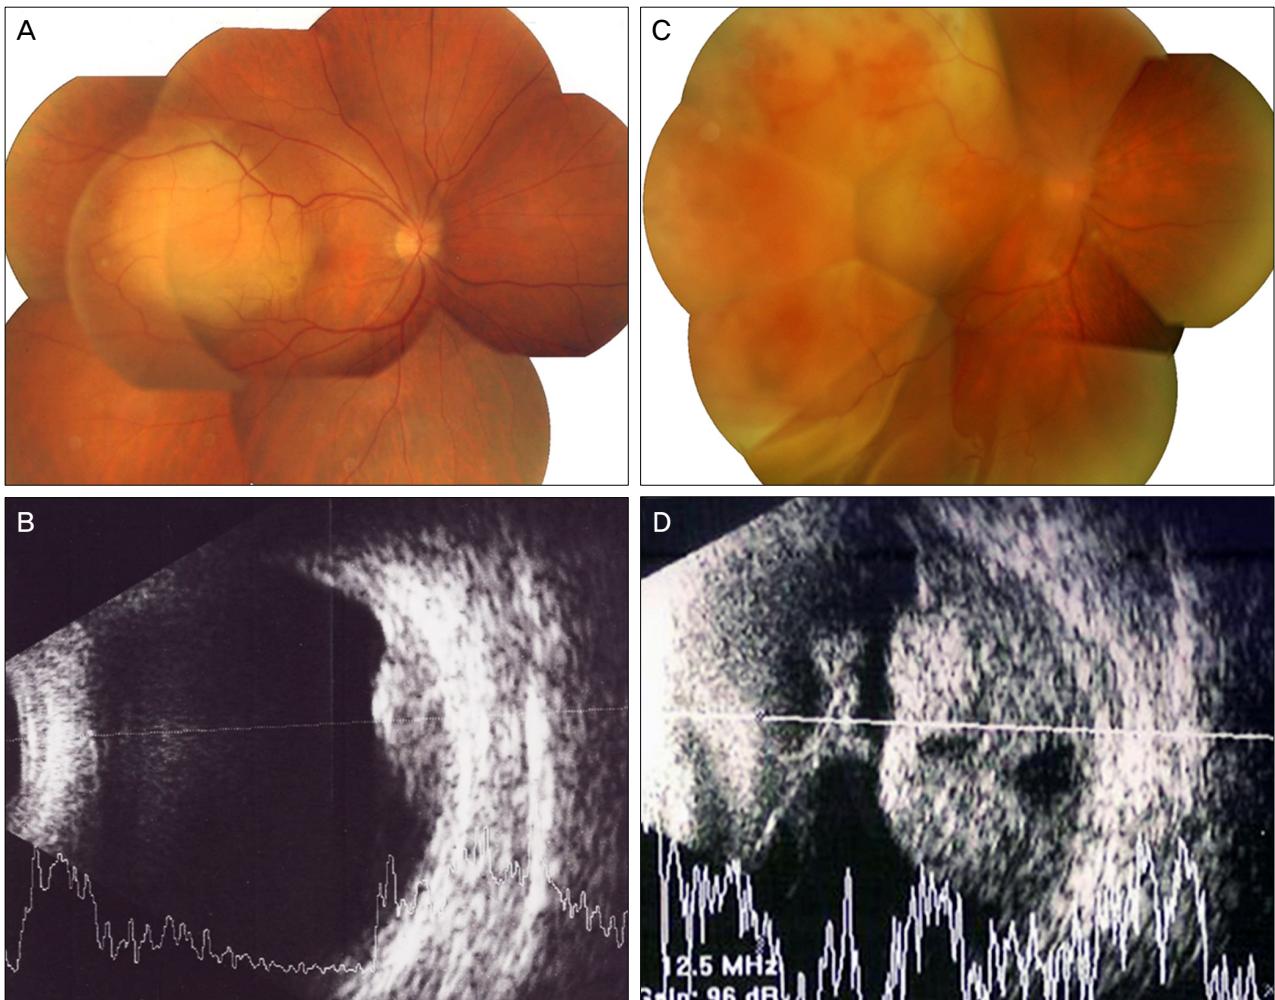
(A) Fundus photograph revealed a yellowish, dome-shaped elevated choroidal mass in the temporal posterior pole of the right eye, measuring 5.0×4.0 disc diameter. Overlying serous retinal detachment was also found. (B) Ultrasonography of the right eye showed a highly echogenic choroidal mass with moderate to high internal reflectivity, measuring 5.0 mm in height. (C) Fundus photograph 9 months after first diagnosis revealed the progression of choroidal mass with a massive serous retinal detachment in spite of transpupillary thermotherapy. (D) Ultrasonography 1 year after first diagnosis showed an enlarged choroidal mass extending to the posterior surface of lens.
